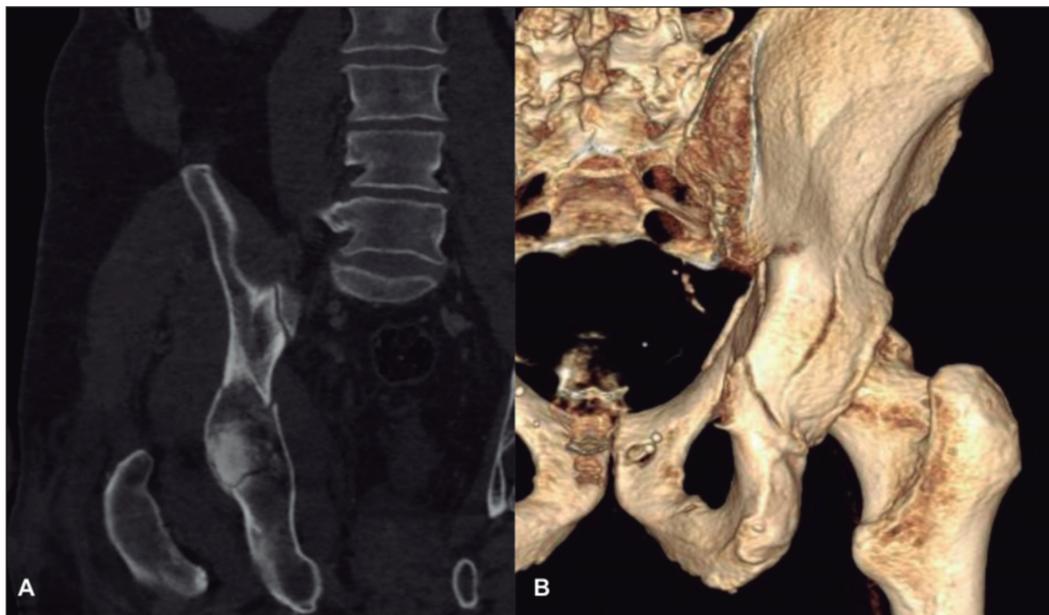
A: corte coronal de TC en la que se aprecia una fractura de columna posterior de acetábulo sin desplazamiento, B: Visión posterior reconstrucción tridimensional del TC de pelvis en pacientes con fractura desplazada de columna posterior y anterior.
